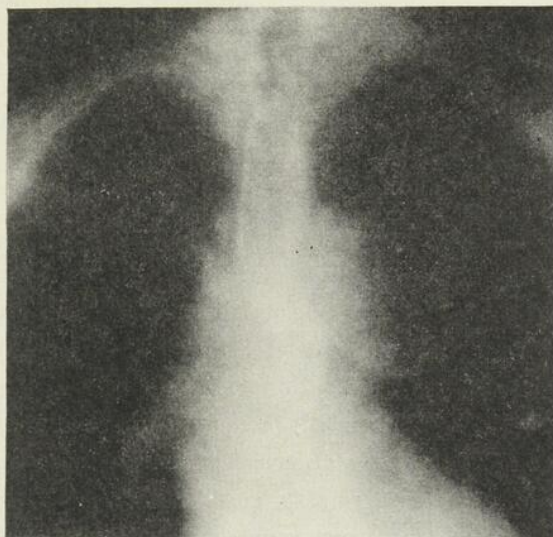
Radiographie œsophagienne. Deux encoches sur l'œsophage cervical.
